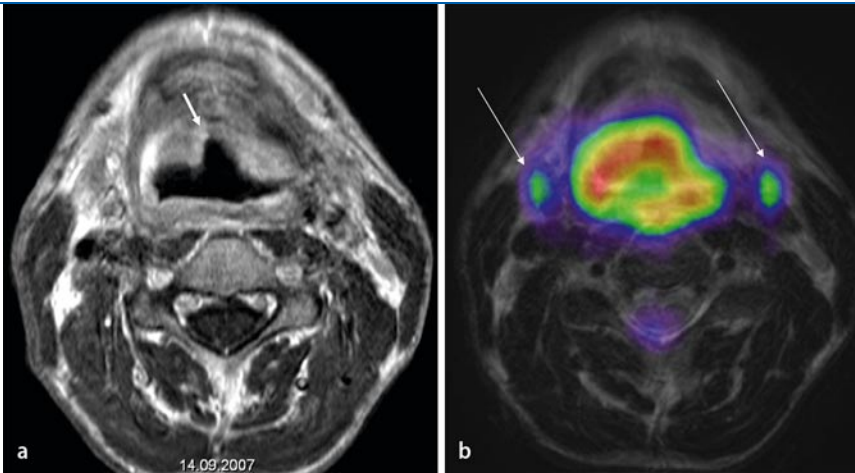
▲ Non-Hodgkin-Lymphom mit Larynx- und bilateralem Lymphknotenbefall. a Im T1-FSE-Bild nach KM-Gabe dargestellt ist der zirkumferenzielle Tumor, der den supraglottischen Larynx infiltriert und zu einer Ulzeration der Epiglottis führt (a, *Pfeil*). Die Lymphknoten wurden in der MRT als normal beurteilt (minimaler Durchmesser ca. 8 mm). b Das MR-PET-Bild, entstanden aus der Fusion von MR- und PET-Daten, zeigt die abnorm hohe Aktivität im supraglottischen Larynx, aber auch den bilateralen Lymphknotenbefall (b, *lange Pfeile*). Die Befunde wurden bioptisch bestätigt
